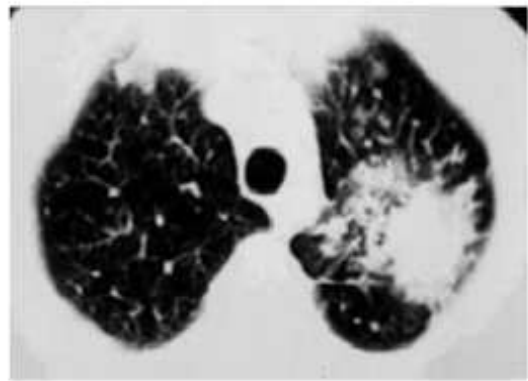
Coupe TDM en fenêtre parenchymateuse en haute résolution
